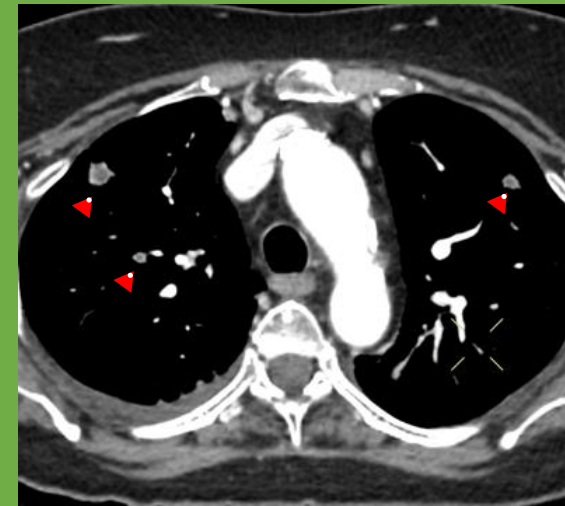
TC de tórax con contraste. Corte axial
